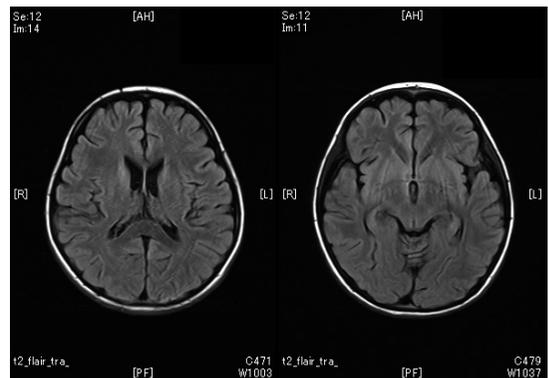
第58病日のMRI T2 flair (大脳)
